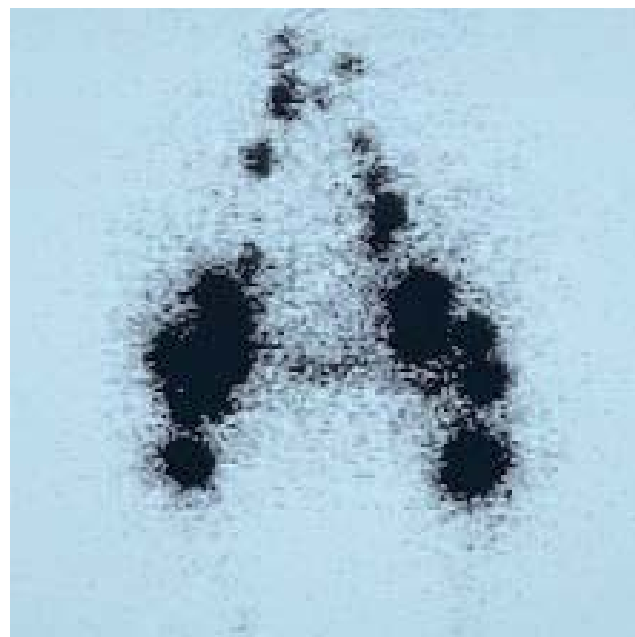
Lymphoscintigraphie des membres inférieurs : fixation du traceur (albumine marqué au 99m-Tc) normal au niveau ganglionnaire
